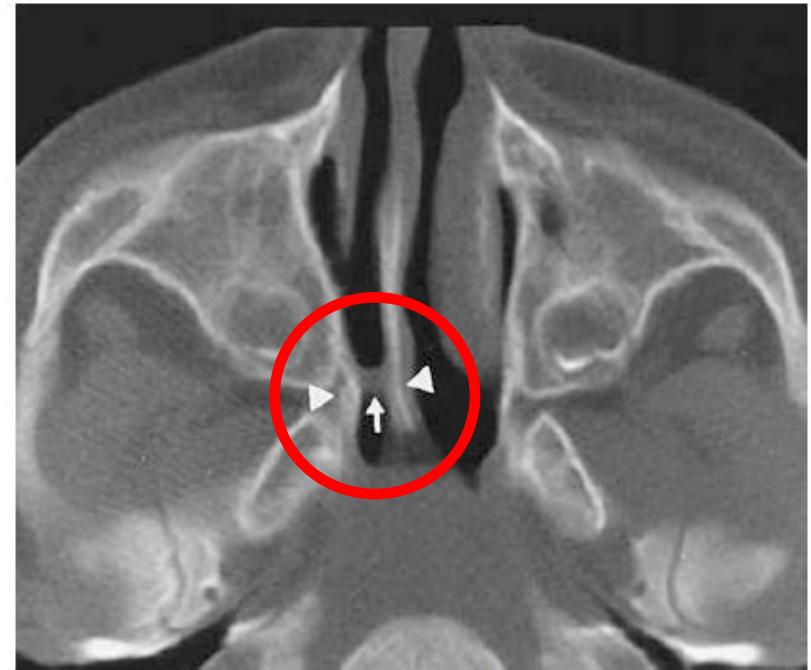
Osseomembranous choanal atresia in a 7-month-old girl with chronic rhinorrhea. Axial CT scan shows inward bowing of the maxilla, bone stenosis of the right posterior choanae (arrowheads), and a membrane occluding the choanal lumen (arrow). The vomer is normal in thickness.
